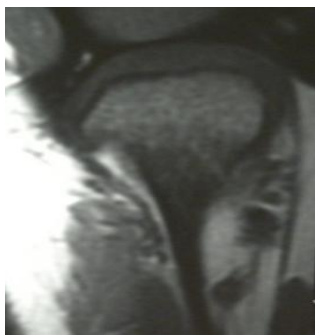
Ressonância magnética, em corte coronal, boca fechada, lado direito, mostrando a forma em "c" do disco, normal.
